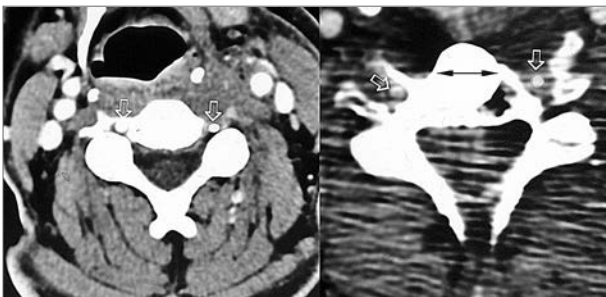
Спіральна КТ-ангіографія після операції. Білою стрілкою позначена хребтова артерія, чорною стрілкою — протез диска
